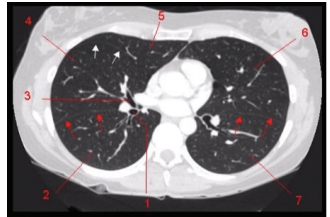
• TC tórax, reconstrução axial.
